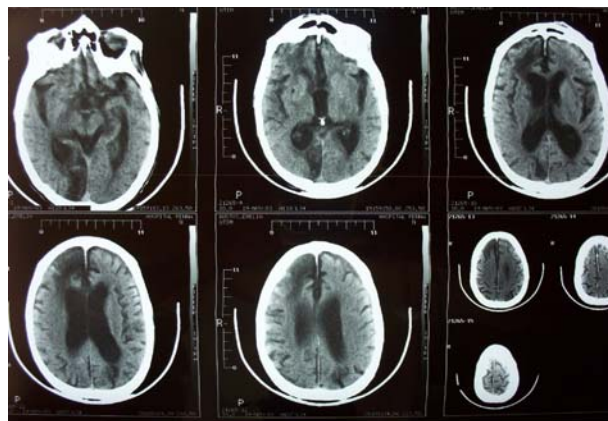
Tomografía Axial Computarizada de cerebro
